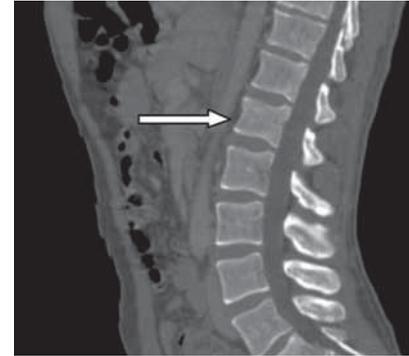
TC de columna lumbar, sugestiva de acuñamiento anterior de L1 (flechas).
